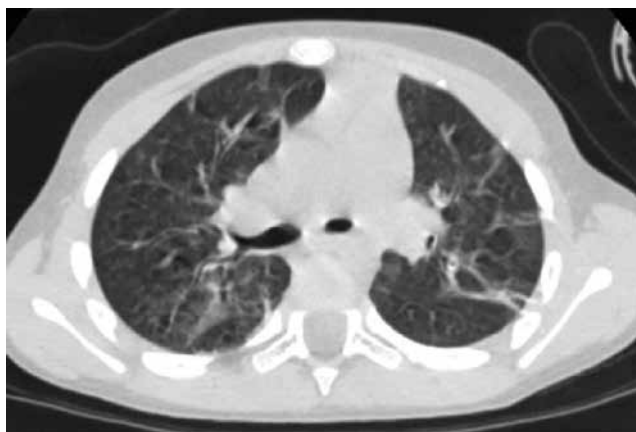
Tomografía axial computarizada con engrosamiento del intersticio peribroncovascular y atelectasias subsegmentarias.
